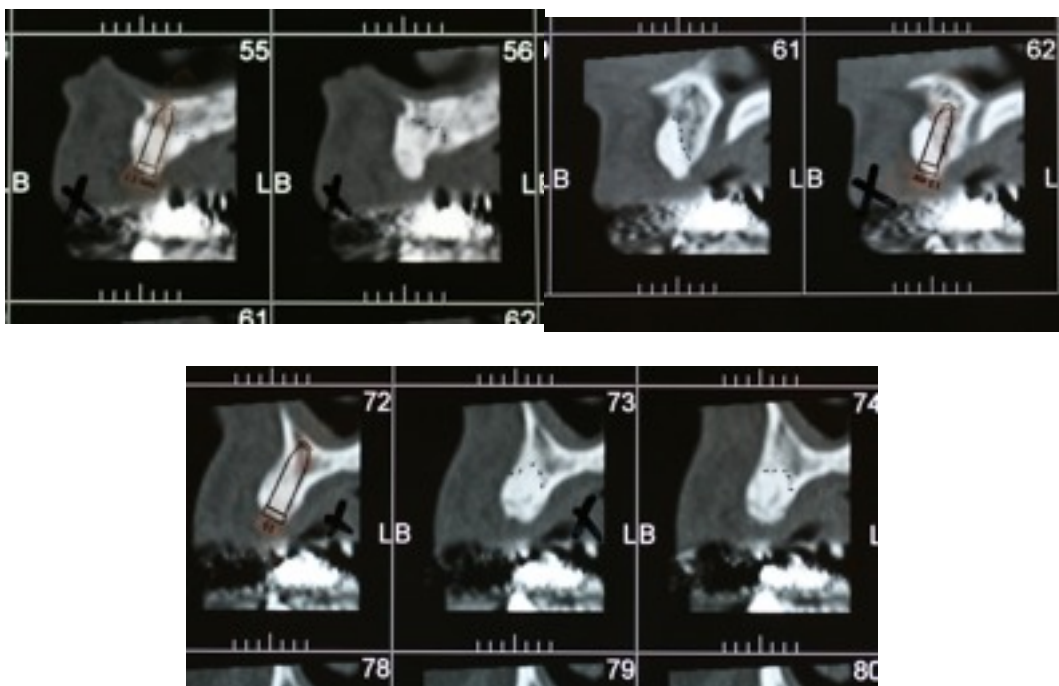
Visione radiografica a 8 mesi
